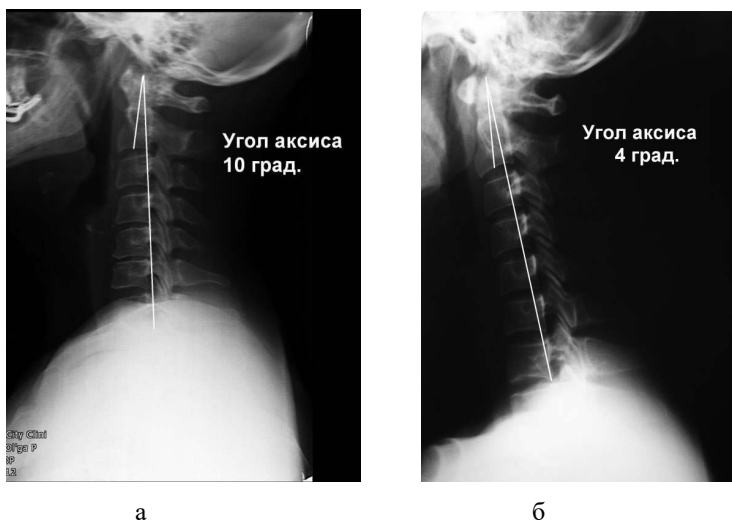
Построение угла аксиса на рентгенограммах
